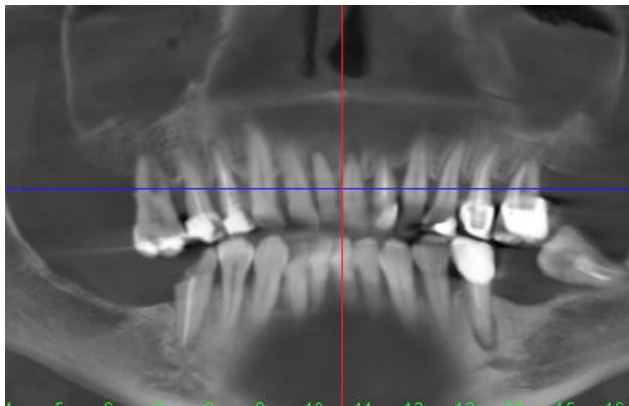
Radiographie panoramique 2D
